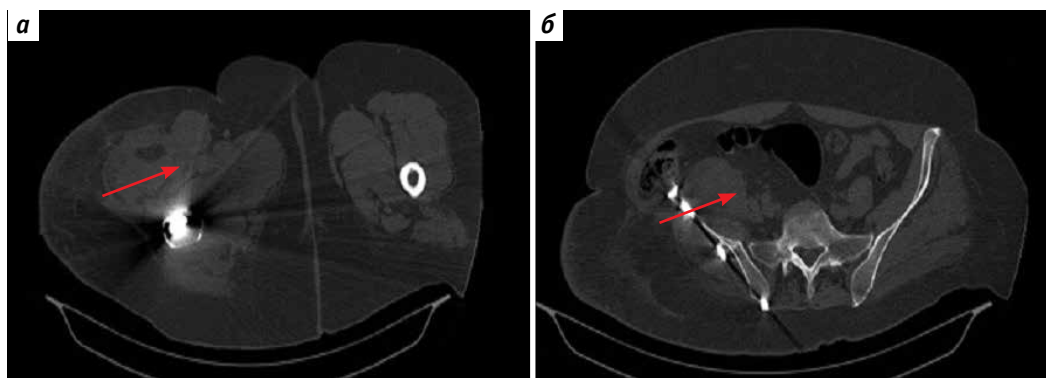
Рентгеновская компьютерная томография области таза в аксиальной проекции на различных уровнях: а – аксиальная проекция; б – прямая проекция. Рост опухоли вокруг металлоконструкции. Множественные узлы вокруг металлоконструкции (указаны красными стрелками)
